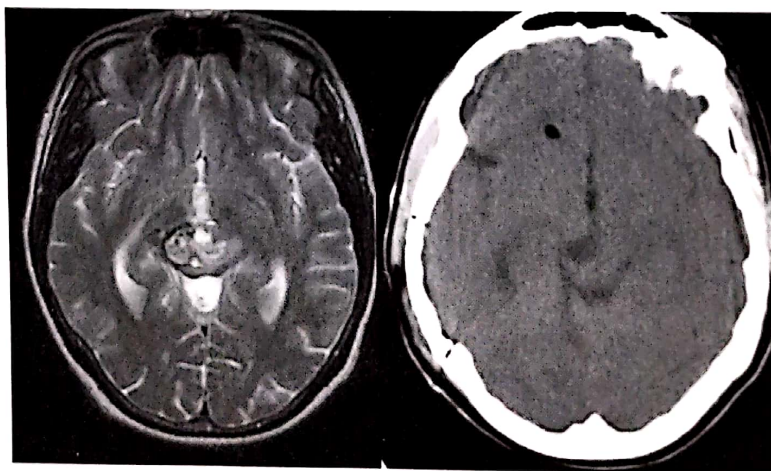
Cavernom mezencefalic drept. În stânga, imagine IRM în secțiune axială T2 preoperator. În dreapta, examinare CT-scan postoperator la 72 de ore de la intervenția chirurgicală prin abord subtemporal.
